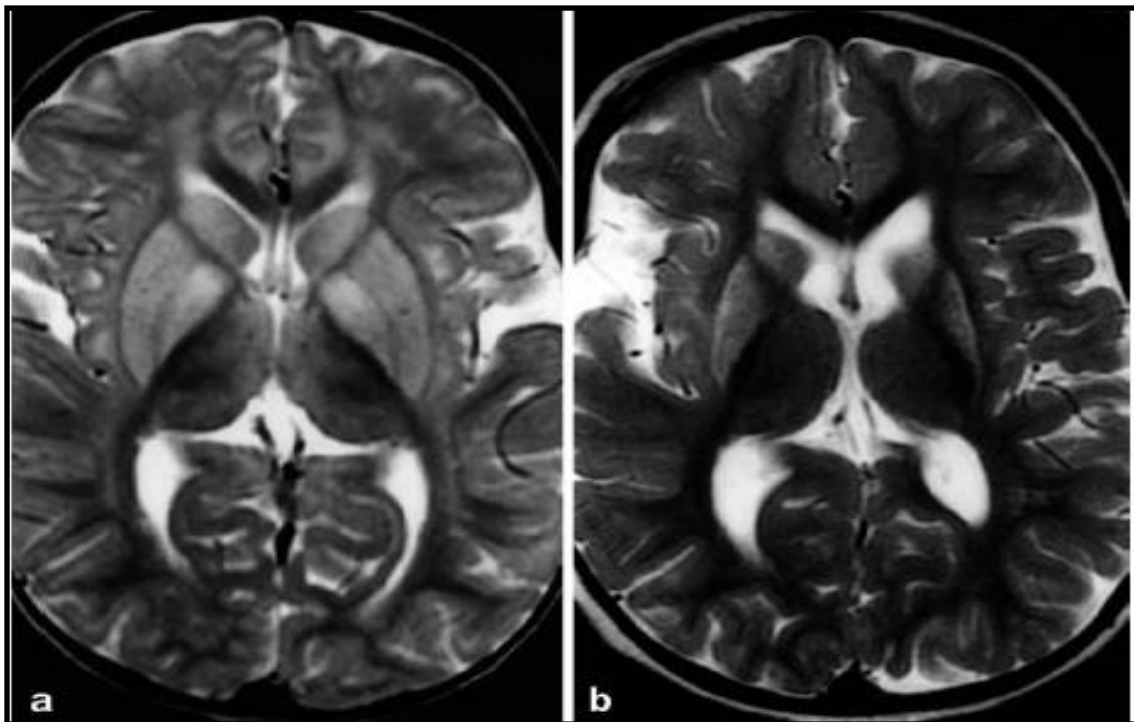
Ressonância magnética nuclear de crânio de criança com GA-I. a) Aumento anormal da intensidade do sinal nos núcleos caudado e putâmen; b) Dois anos mais tarde, o estriado ainda apresenta uma intensidade de sinal anormal, além de uma acentuada redução. Também observa-se uma dilatação dos ventrículos cerebrais neste intervalo (extraído de TWOMEY et al., 2003).
